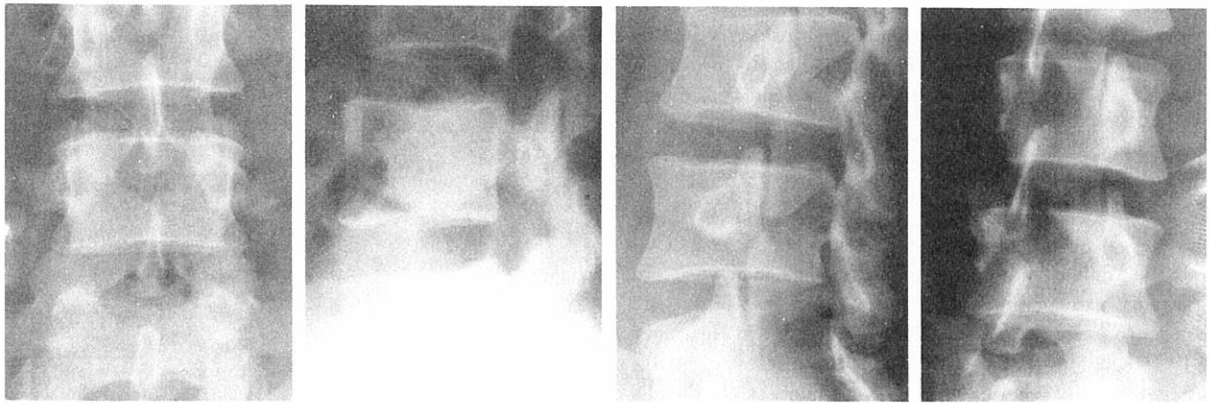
Antero-posterior, lateral, and oblique lumbar spine roentgenograms of 4 February 1966 showing a defect in the right pars interarticularis of the 4th lumbar vertebra.
